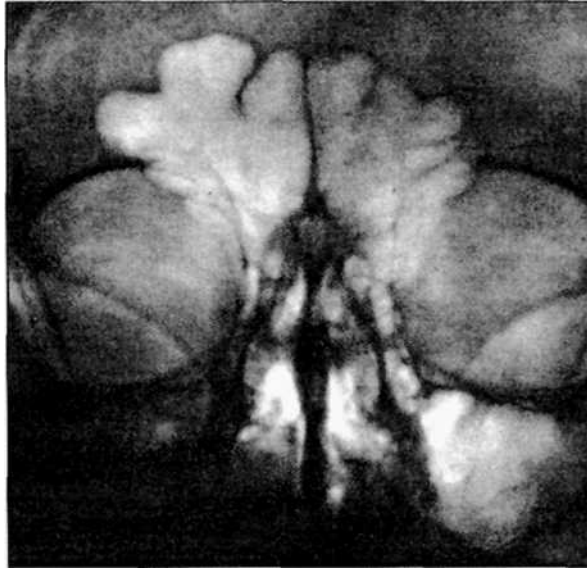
Обзорная рентгенография костей лицевого скелета больного с неправильно сросшимся переломом верхней челюсти, осложненным посттравматическим гайморитом.
